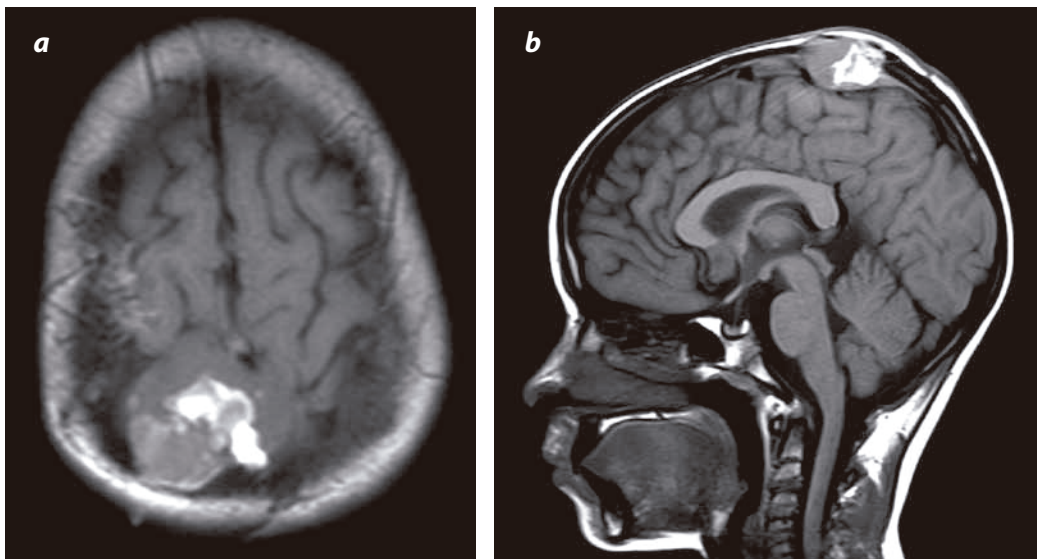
RM con información en T1: a) transversal y b) sagital: masa parietal derecha, extraaxial, de señal heterogénea con áreas de alta intensidad por hemorragia intralesional subaguda tardía, de bordes mal definidos, con base dural, que desplaza y rechaza inferiormente el seno longitudinal superior y ocasiona la destrucción del hueso adyacente.
